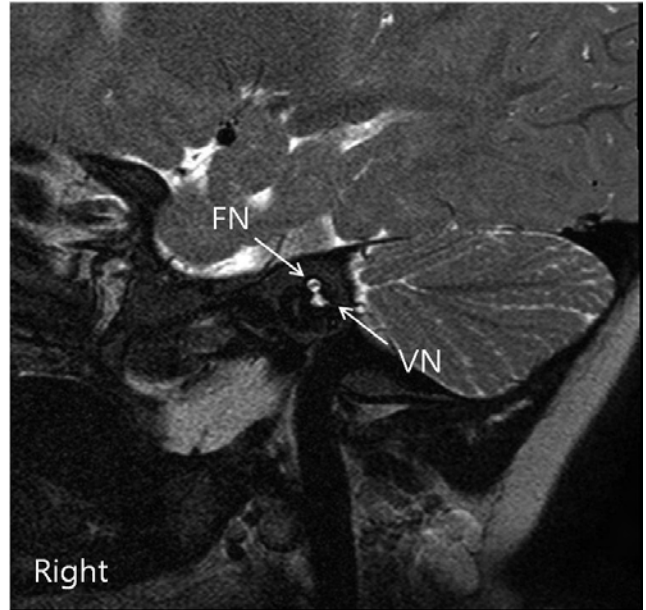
Right cochlear nerve defect in internal auditory canal magnetic resonance image parasagittal reconstruction view. (FN: facial nerve, VN: vestibular nerve)
